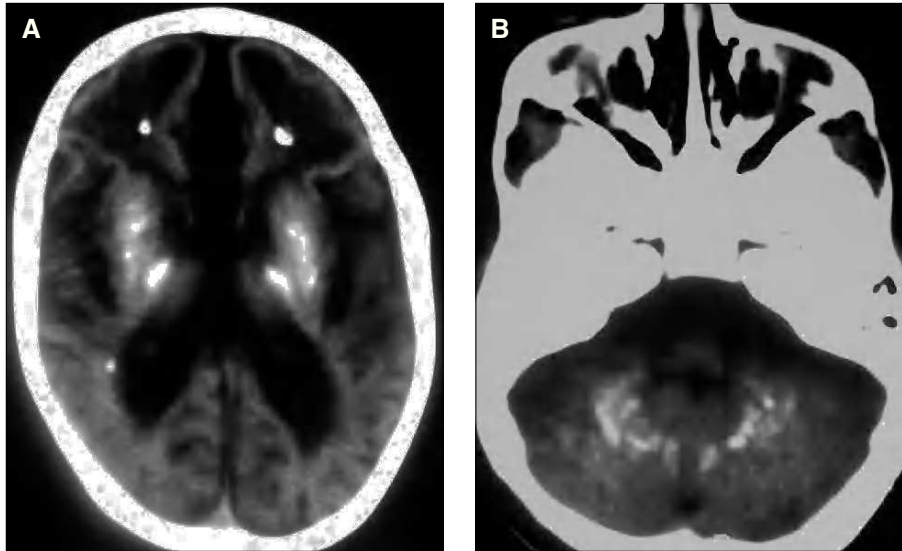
A) TC cerebral. Extensas calcificaciones bilaterales cerebrales que afectan núcleos basales y zona periventricular. B) TC cerebral. Calcificaciones en hemisferios cerebelosos.
